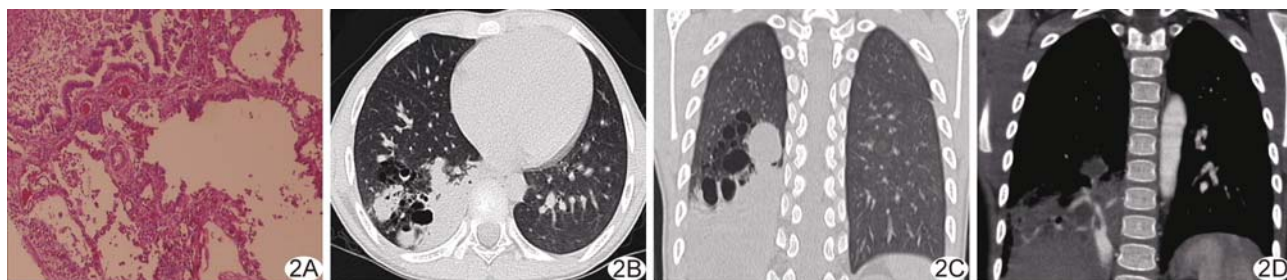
患儿男,7 岁,右肺下叶 CPAM(Stocker 2 型)合并肺隔离症(叶内型) A. 镜下见多发小囊腔形成,被覆纤毛柱状上皮,间质大量纤维组织增生伴大量淋巴细胞、浆细胞浸润(HE, $\times 100$); B、C. 胸部 CT 平扫示右肺下叶多发含气小囊肿影及软组织肿块影; D. 胸部增强 CT 示右肺下叶软组织肿块由主动脉分支供血
